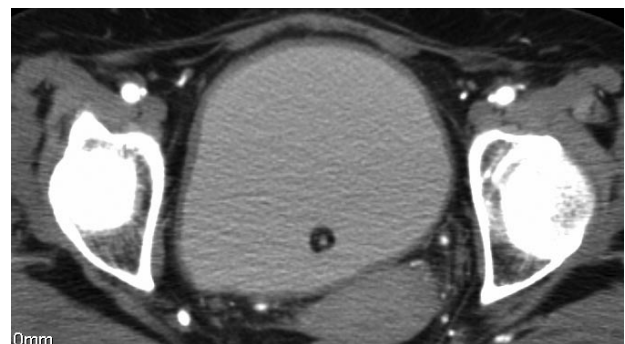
TAC de control con contraste intravesical donde se aprecia ausencia de gas posterior a 3 días de tratamiento.
